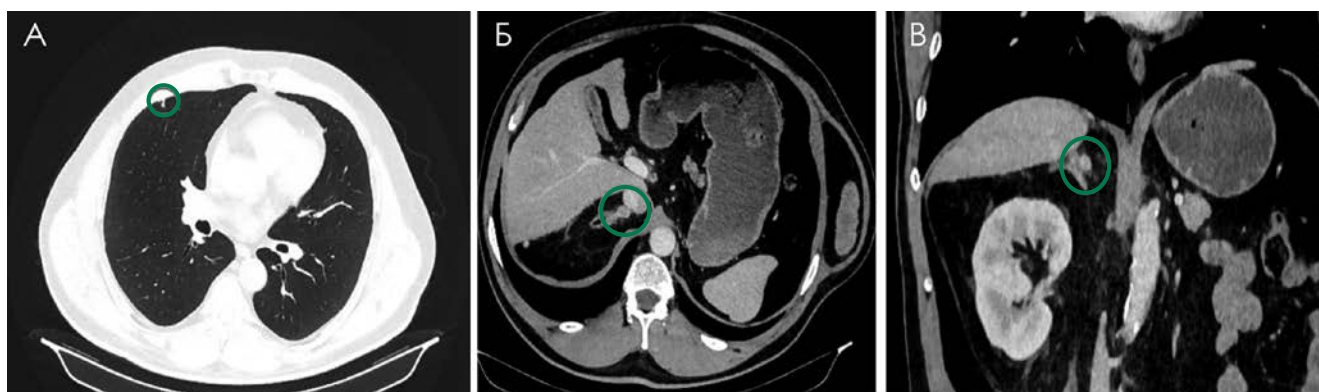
А. КТ ОГК. Метастаз в средней доле правого легкого. Б, В. КТ ОБП. Метастаз в правом надпочечнике. МТС обведены зеленым цветом. Собственное наблюдение.
